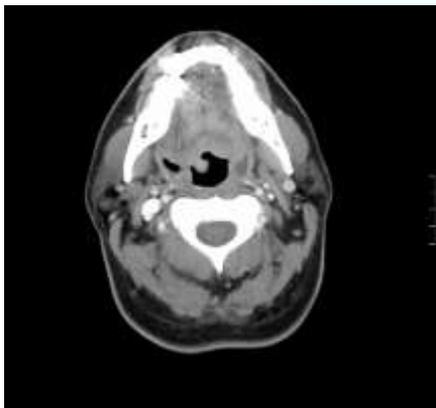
TC cervical con hematoma periamigdalino derecho
